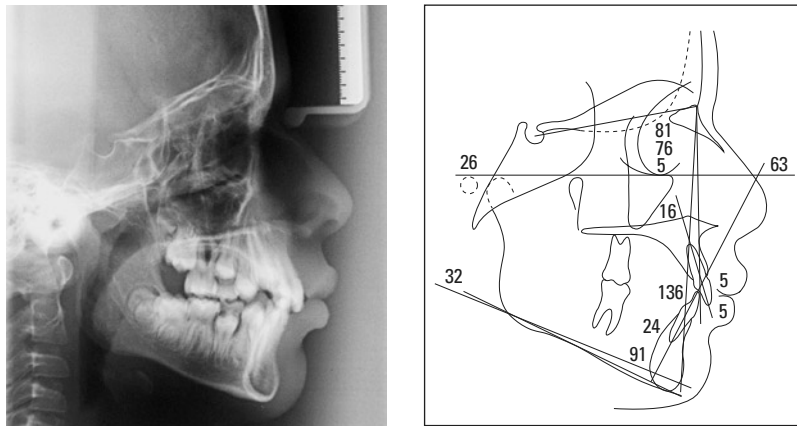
Telerradiografia lateral inicial e traçado cefalométrico iniciais.
